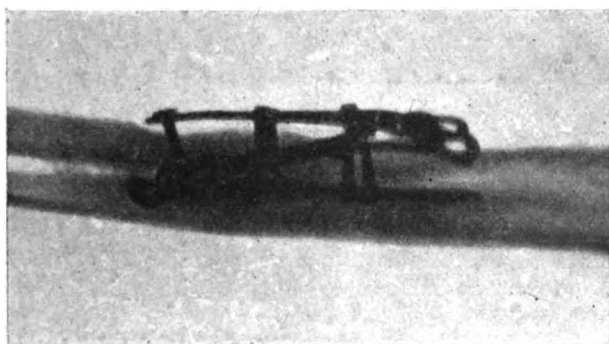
Radiographie du radius quatorze mois après l'opération.
